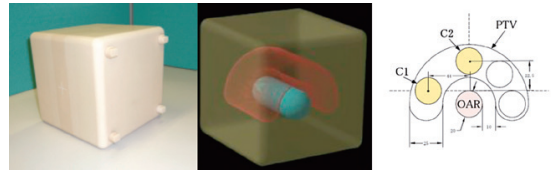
CT撮影用モジュールと内部構造。電離箱による測定位置はC1, C2の2点。
